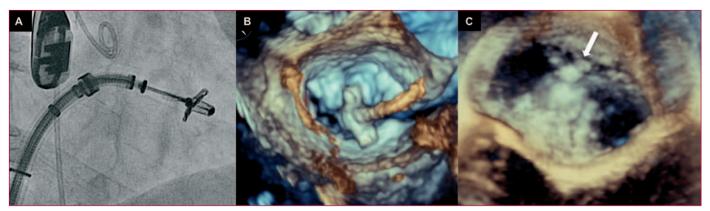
Implante del dispositivo Mitraclip. Posicionamiento del dispositivo en la válvula mitral visto con escopia (A) y ecografía transesofágica 3D (B). C: resultado final del implante.
